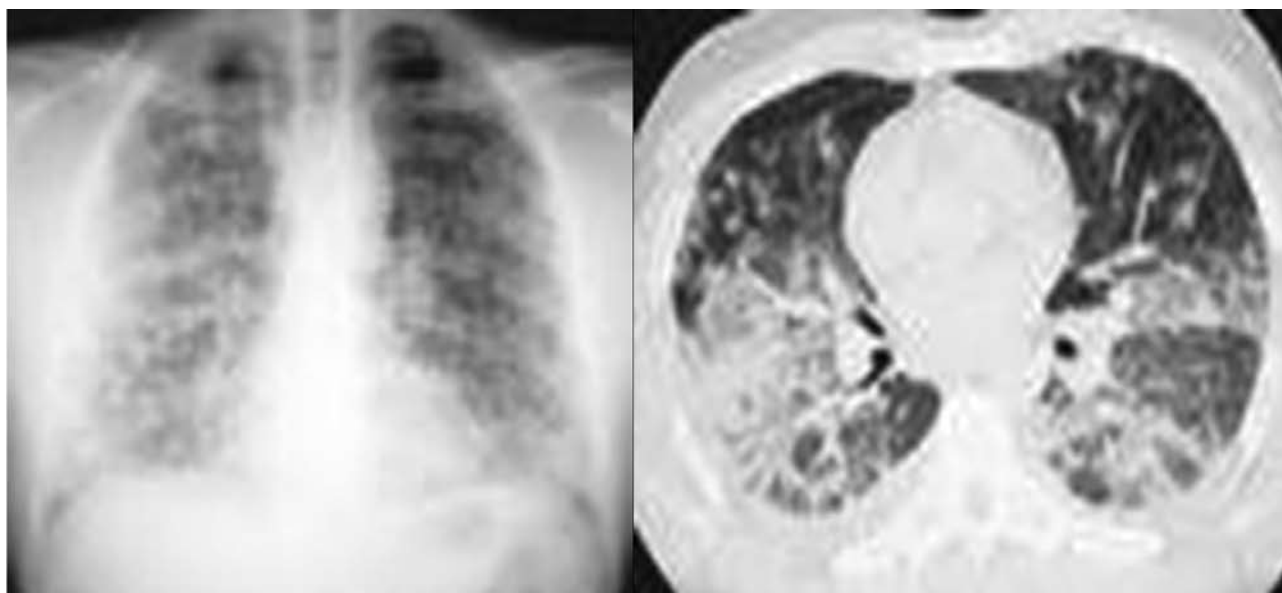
Eosinophilic lung disease after the use of aspirin. Chest MRI and CT showing photographic negative of pulmonary oedema.
